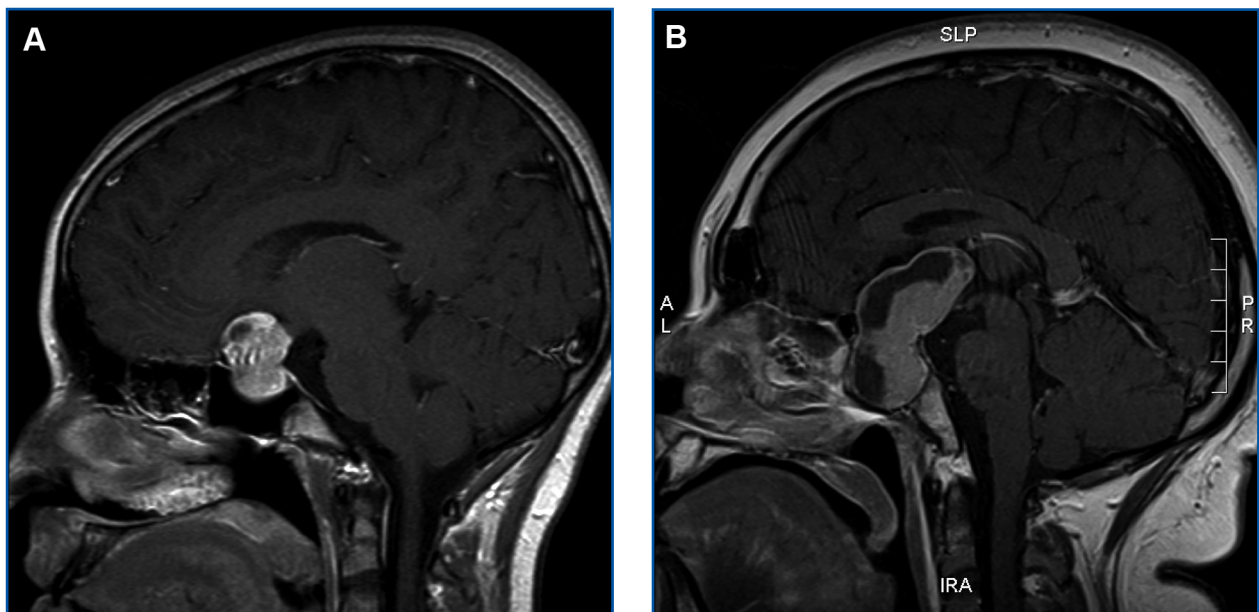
RM (secuencia T1) de la región selar de casos 1 (A) y 2 (B).
